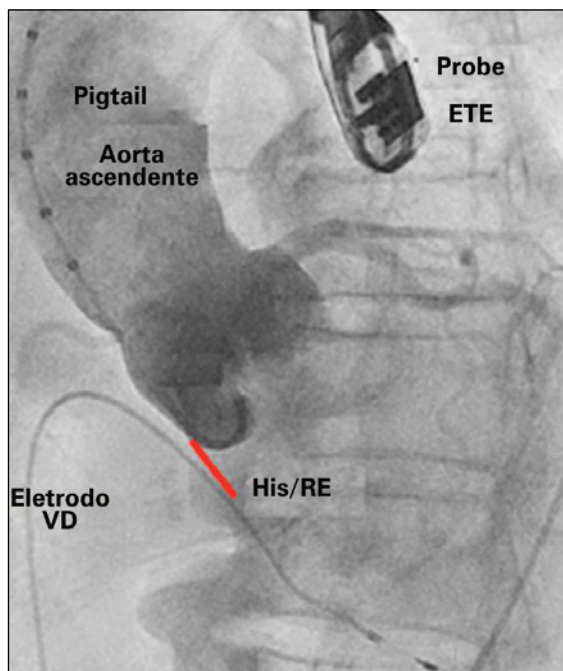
Aortograma em oblíqua anterior esquerda, demonstrando a proximidade do tronco do feixe de His e do ramo esquerdo do feixe de His com a valva aórtica. ETE = ecocardiograma transesofágico; His = tronco do feixe de His; RE = ramo esquerdo; VD = ventrículo direito. (Adaptado de Poels et al.¹⁶)
